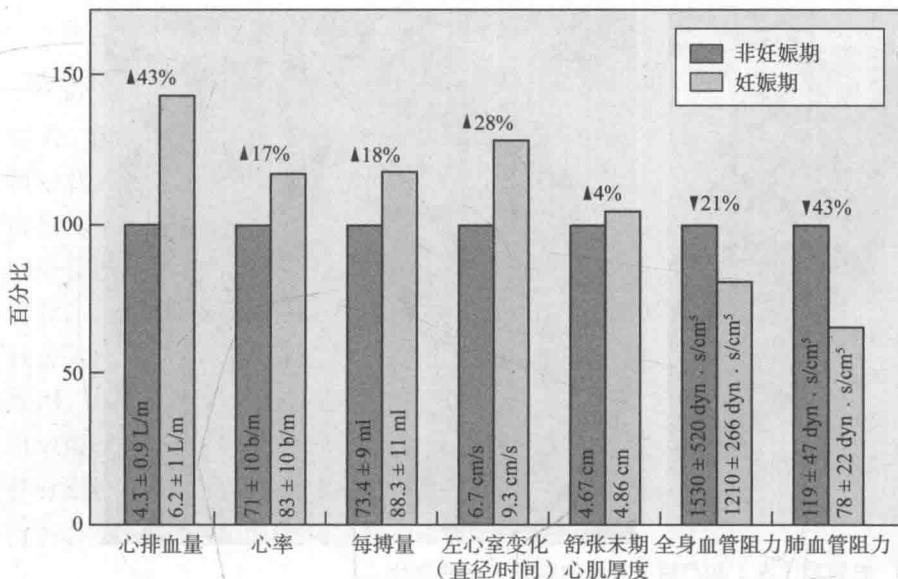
超声心动图和肺动脉导管监测健康女性妊娠期血流动力学变化
